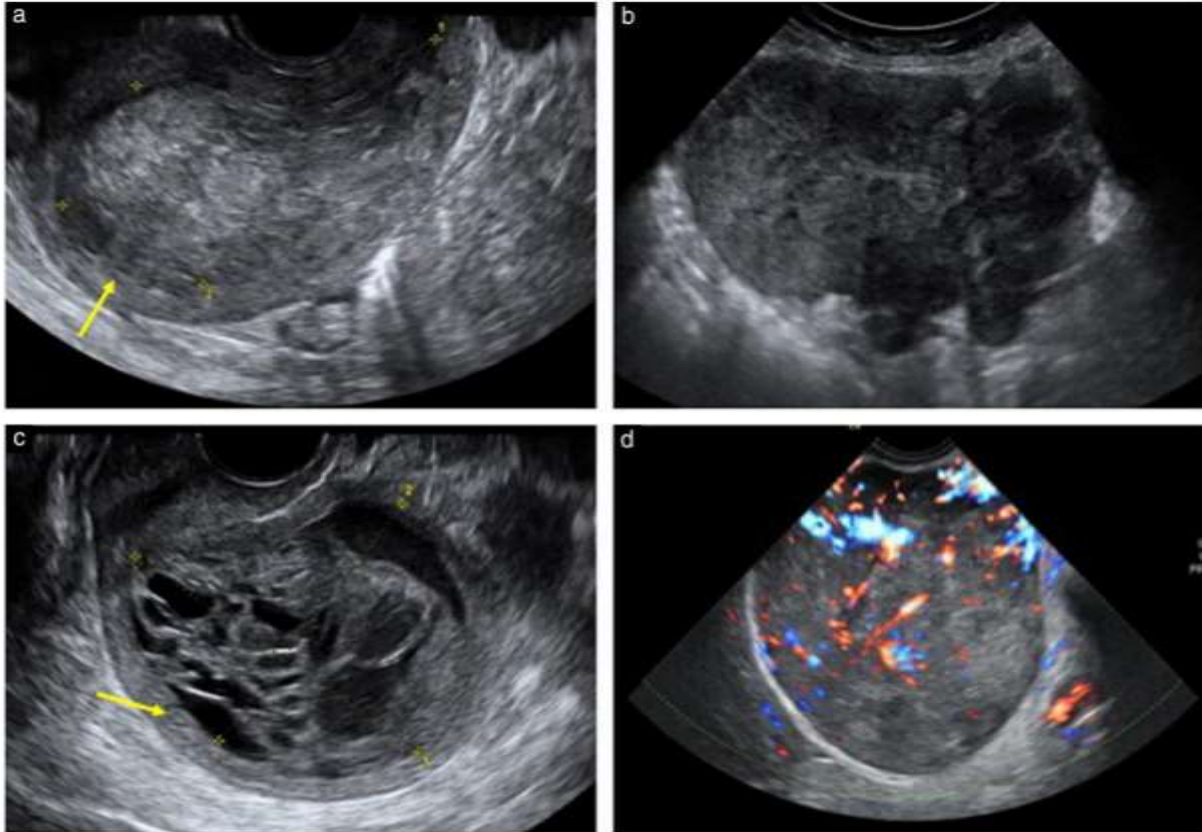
Images échographiques de sarcomes utérins : myomètre visible normal (flèches jaunes) (ac), présence d'une échogénicité inhomogène du tissu solide (a,b,d) contenant des zones kystiques (c), avec des bords tumoraux irréguliers (b) et une vascularisation modérée ou riche (d). [65]
